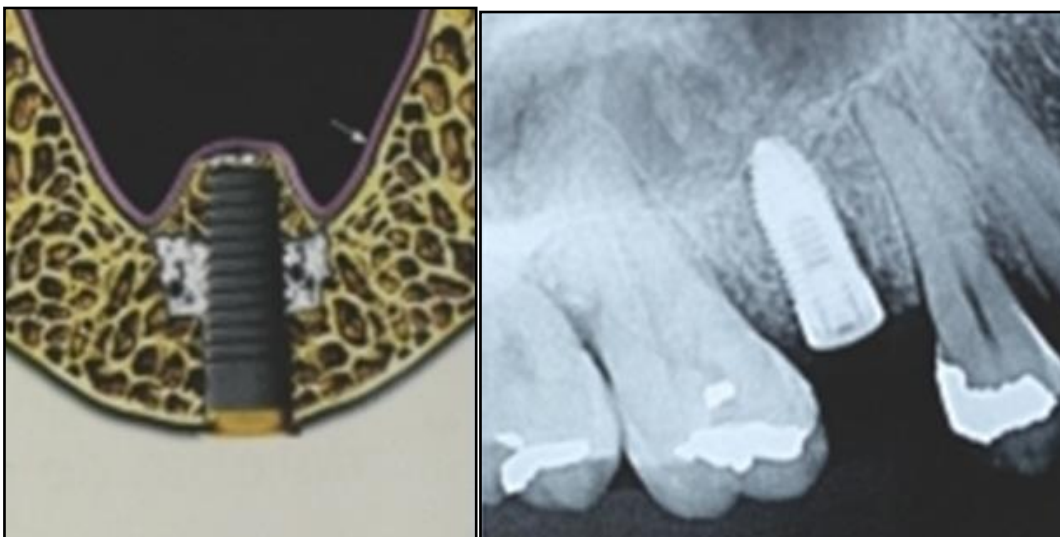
Fotografia ilustrativa e de radiografia periapical após instalação do implante.
